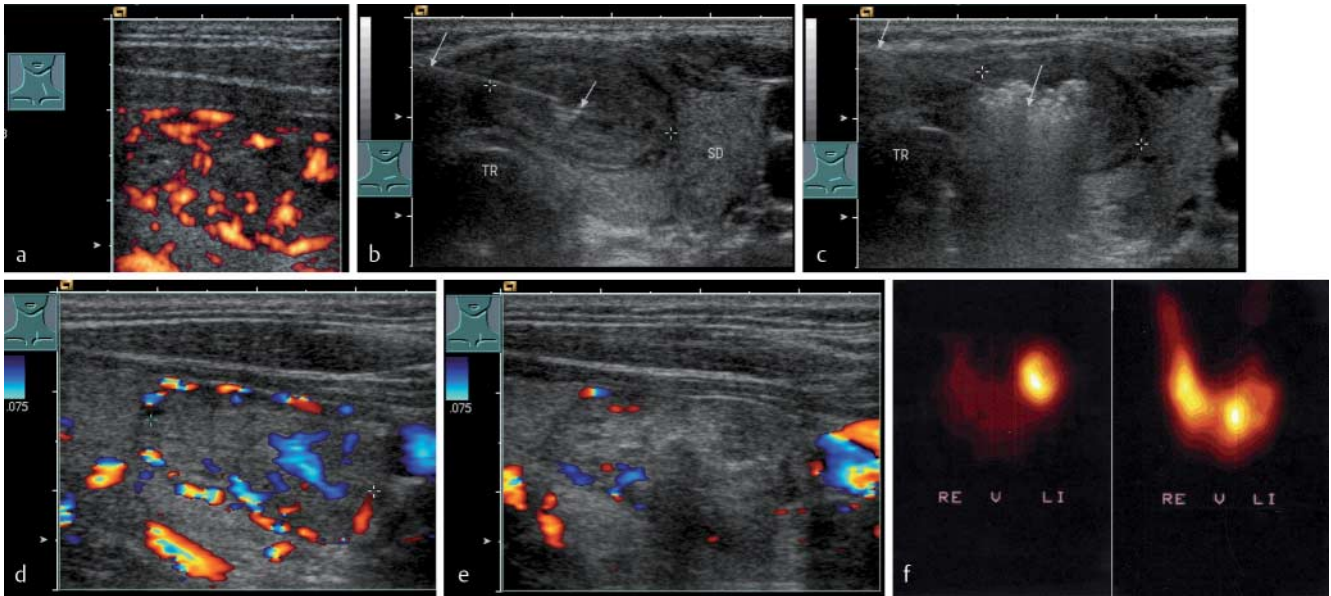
Percutane Alkoholinstillationstherapie (PEIT) eines autonomen Adenoms. Klinisch und laborchemisch besteht eine Hyperthyreose (TSH supprimiert, fT3 u. fT4 erhöht). Szintigrafisch wurde ein solitärer Bezirk links mit Suppression der übrigen Schilddrüse nachgewiesen. a Sonografisch erkennt man einen ovalären ($2 \times 1 \times 1,5$ cm), peripher und zentral vaskularisierten Knoten. b Im B-Bild sieht man einen echoarmen Knoten, der einen kompletten Randsaum (Benignitätszeichen) aufweist. Die Injektionsnadel (Pfeile) ist als echogener Strich abgrenzbar. Zur Lagekontrolle der Nadelspitze erfolgt eine Probeinjektion mit einem „Tropfen“ 96%-igen Alkohols. Man erkennt eine echogene Miniwolke (kleiner Pfeil). c Anschließend erfolgt eine langsame Injektion von insgesamt 2 ml 96%-igen Alkohols. Die echogene Transformation des gesamten Knotens weist auf eine gute Verteilung des Alkohols hin. Die Nadelspitze (rechter größerer Pfeil) sollte jetzt nicht mehr bewegt werden, da sie in der echogenen Umgebung nicht mehr sicher identifiziert werden kann. d Kontrollsonografie nach 4 Tagen. Farbdopplersonografie lässt sich nur noch in den kaudalen Knotenbezirken eine intranodale Durchblutung erkennen. e Erneute Alkoholinstillation (3 ml) in diese Bezirke. Nach weiteren 5 Tagen ist nur noch eine minimale Restdurchblutung im Randbereich kranial darzustellen. Eine 3. Injektion (2 ml) erfolgte. f In der Szintigrafie ist im linken Bildteil der Ausgangsbefund vor Injektion dargestellt. Dabei zeigt sich der solitäre autonome Bezirk mit Suppression der Restschilddrüse. Im rechten Bildteil ist der ehemals autonome Bezirk szintigrafisch „kalt“ mit Wiedererwachen der Restschilddrüse zu erkennen, und ein Totalerfolg ist erreicht. Erst nach 3 Monaten kommt es zu einem Anstieg des basalen TSH in den mittleren Normbereich.
